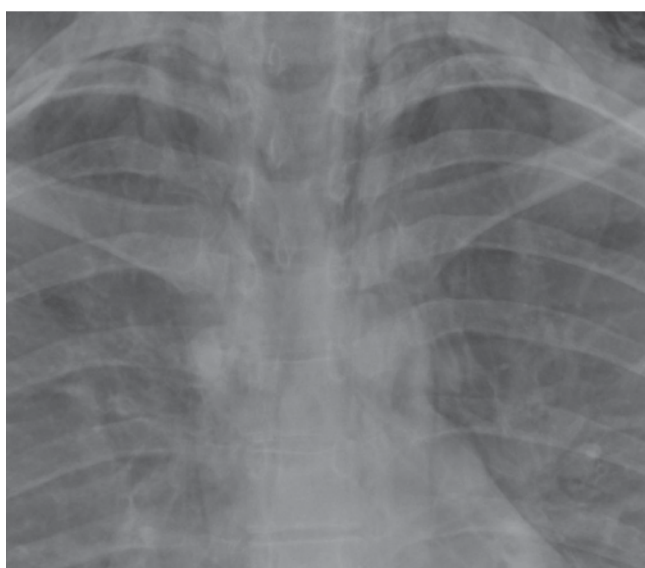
Ausschnittvergrößerung eines Röntgenbildes mit Pneumomediastinum.
